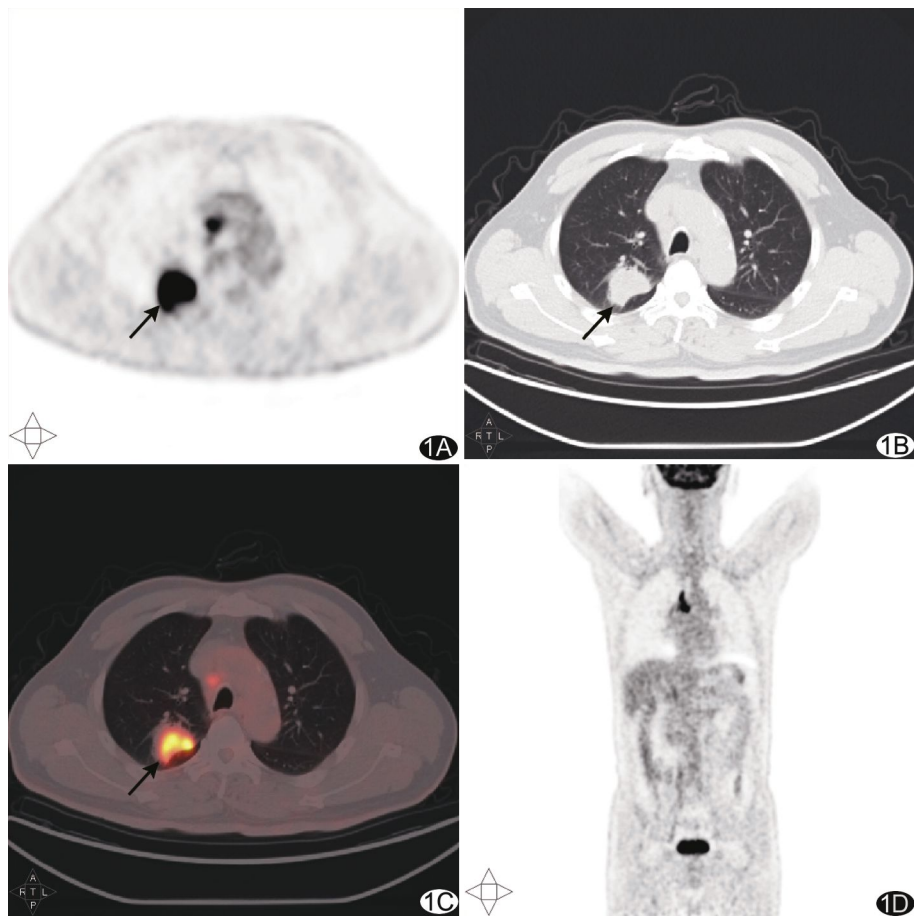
低分化腺癌,伴肺门及纵隔淋巴结转移 A. PET 轴位图,病灶放射性摄取增高,约 3.73 cm × 2.76 cm(箭); B. CT 轴位图,右肺上叶软组织密度肿块影(箭); C. PET/CT 轴位融合图,右肺上叶软组织肿块(箭),SUV<sub>maxE</sub>为 19.84,SUV<sub>maxD</sub>升至 25.92,RI=30.65%; D. PET 冠状位图
